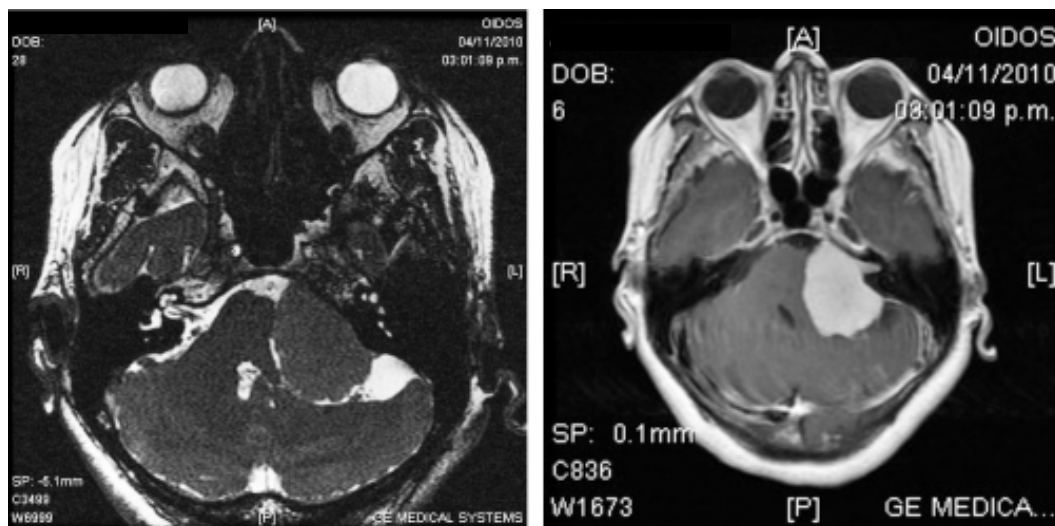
RMN (Cortes axiales) T1 y T2 FLAIR. Se distingue la lesión que ocupa espacio a nivel del ángulo pontocerebeloso izquierdo y cómo protruye el conducto auditivo interno.
